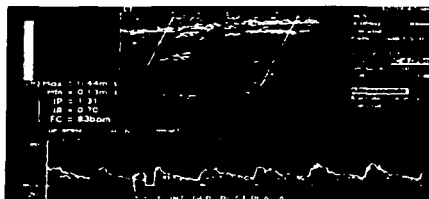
Imagen doppler pulsado en arteria carótida interna, observese la VPS elevada a nivel de la placa y disminución de la misma posterior a la estenosis.
